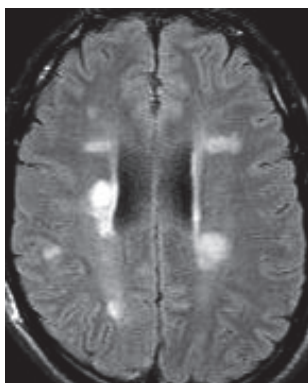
Séquence FLAIR en coupe axiale.
